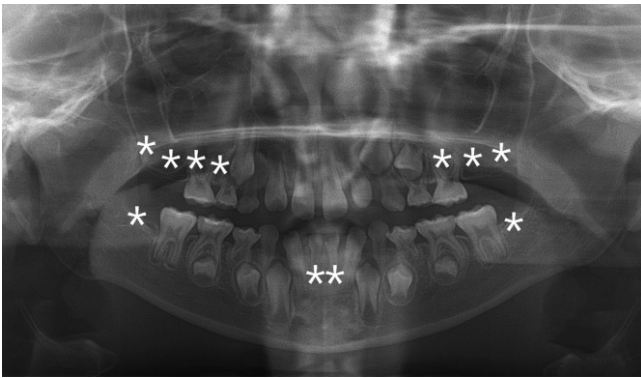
Panoramic radiograph of the proband. Stars denote congenitally missing teeth.
